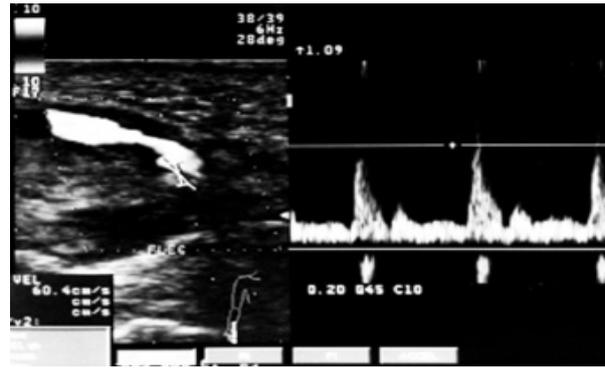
Echographie avec séquence Doppler : anévrisme partiellement thrombosé de l'artère ulnaire.
